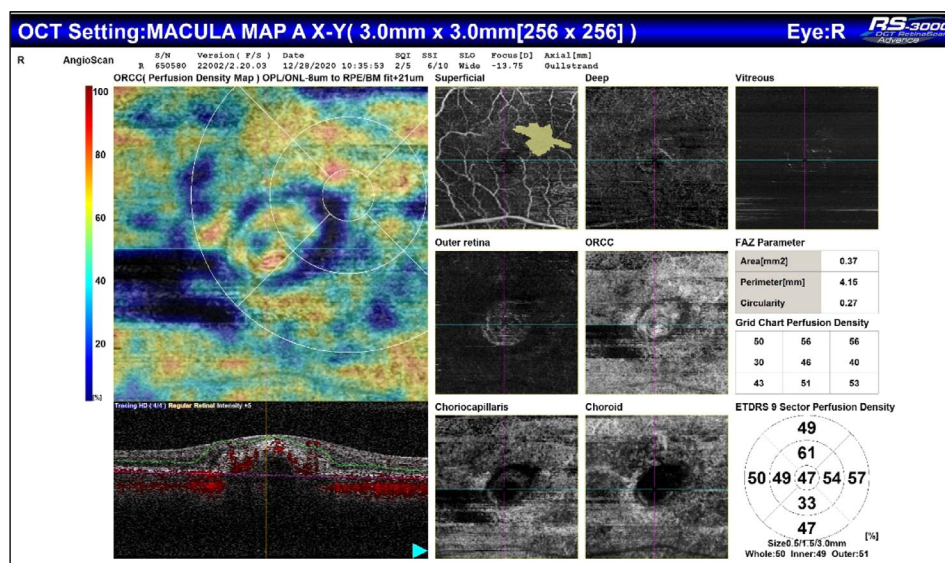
Оптическая когерентная томография-ангиография активной хориоидальной неоваскуляризации. На уровне сканирования капиллярного слоя сосудистой оболочки глаза определяется густая сеть анастомозирующих новообразованных сосудов.
